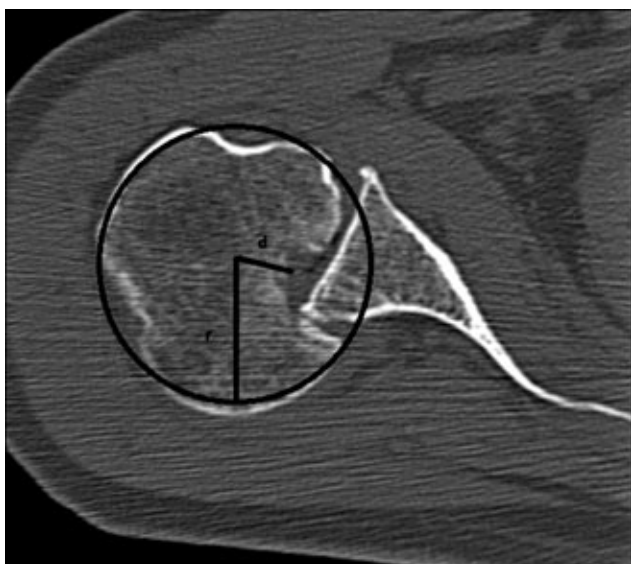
Doplněné CT vyšetření ramena – axiální řez ke zhodnocení velikosti defektu.
